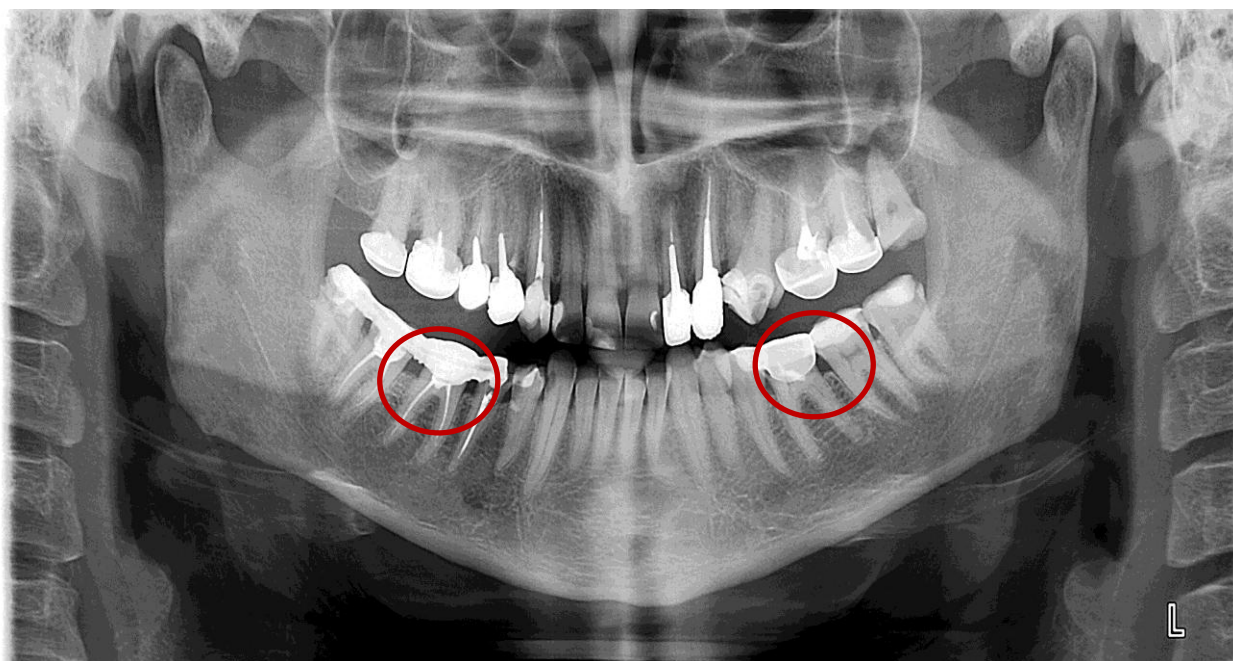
Панорамний рентгенівський знімок верхньої та нижньої щелепи, зубів, щелепно-лицевих кісток і суглобів, верхньощелепних пазух і суміжних областей хворого Т., 44 роки. Діагноз: генералізований пародонтит, початковий – I ступінь, хронічний перебіг; реставрації 45, 46, 47 зубів. Дані рентгенологічного обстеження: відсутність контактного пункту між 46 та 47 зубами, резорбція міжальвеолярної перегородки більше 1/3 до висоти кореня в ділянці проксимального проміжку між 46 та 47 зубами; резорбція міжальвеолярної перегородки на рівні 1/3 до висоти кореня в ділянці проксимального проміжку між 44 та 45 зубами
